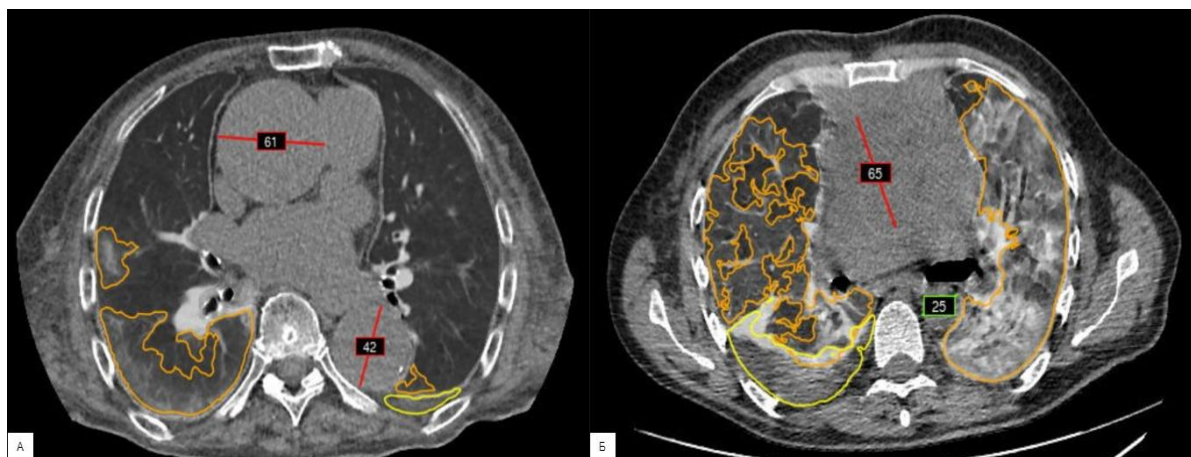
Демонстрация работы комплексного сервиса с ТИИ при анализе данных КТ грудной клетки:
